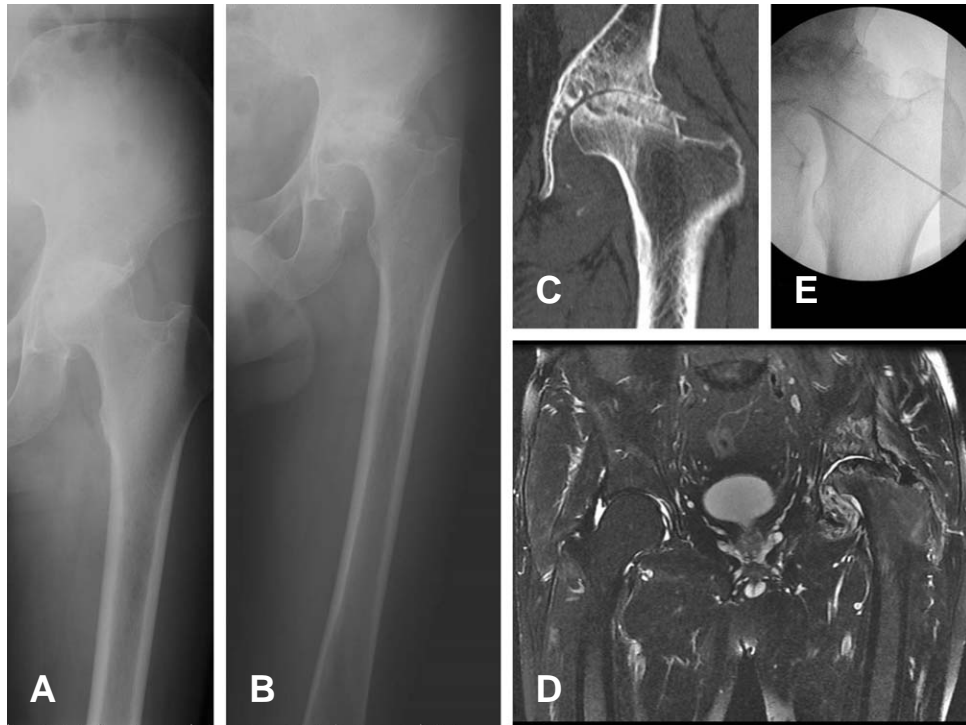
Case 2. (A) Anteroposterior view of the left hip joint, obtained at the onset of left hip joint pain. The radiograph showed joint space narrowing in the joint and sclerosis of the femoral head in the left side. (B-D) Anteroposterior views (radiography, CT, MRI) of the same patient obtained 7 month later showed almost total disappearance of the left femoral head and osteolysis of the pelvic side. (E) Hip joint aspiration was performed under fluoroscopy guided.
